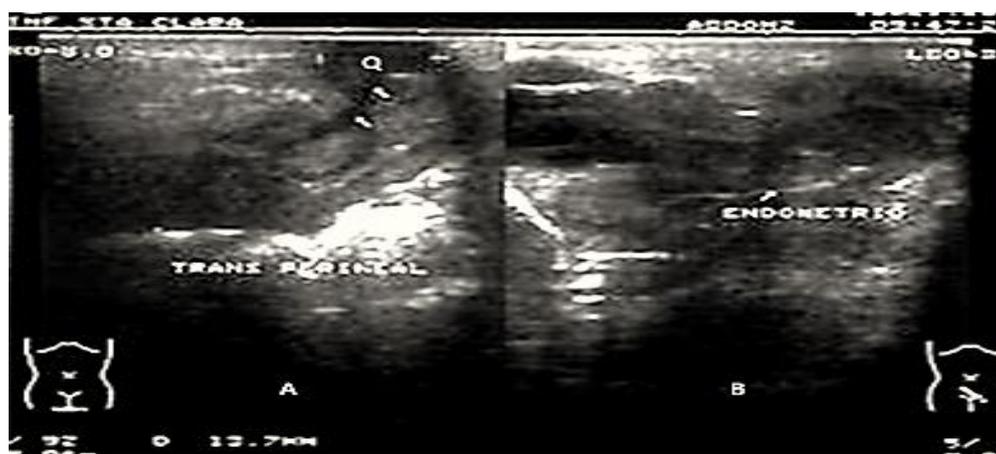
Imagen dual de ultrasonido con corte transperineal (A) y suprapúbico (B) con transductor de 8 MZ visualizándose la imagen quística parauretral(Q).
